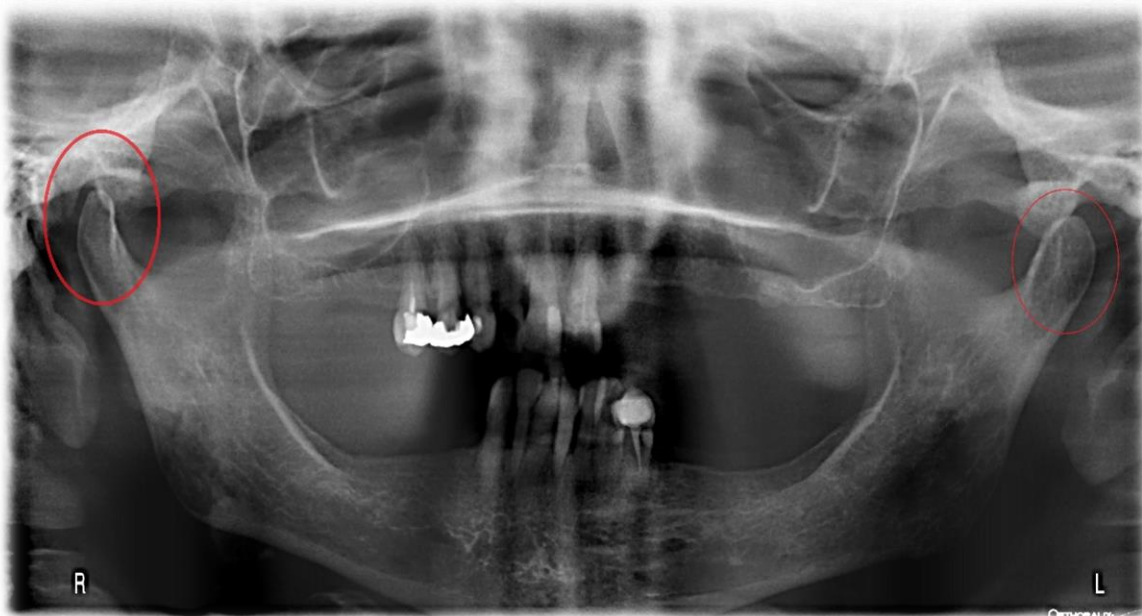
ortopantomografía en la que se muestra la alteración de los cóndilos mandibulares, viéndose la mayor afectación del cóndilo derecho
